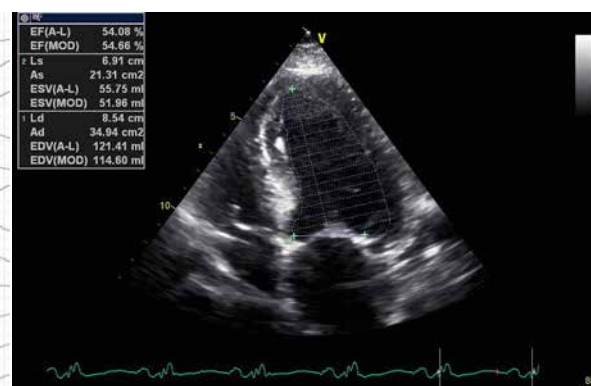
Imagine de ecografie (ianuarie 2017) – incidență apical 4C: FE VS = 54%
